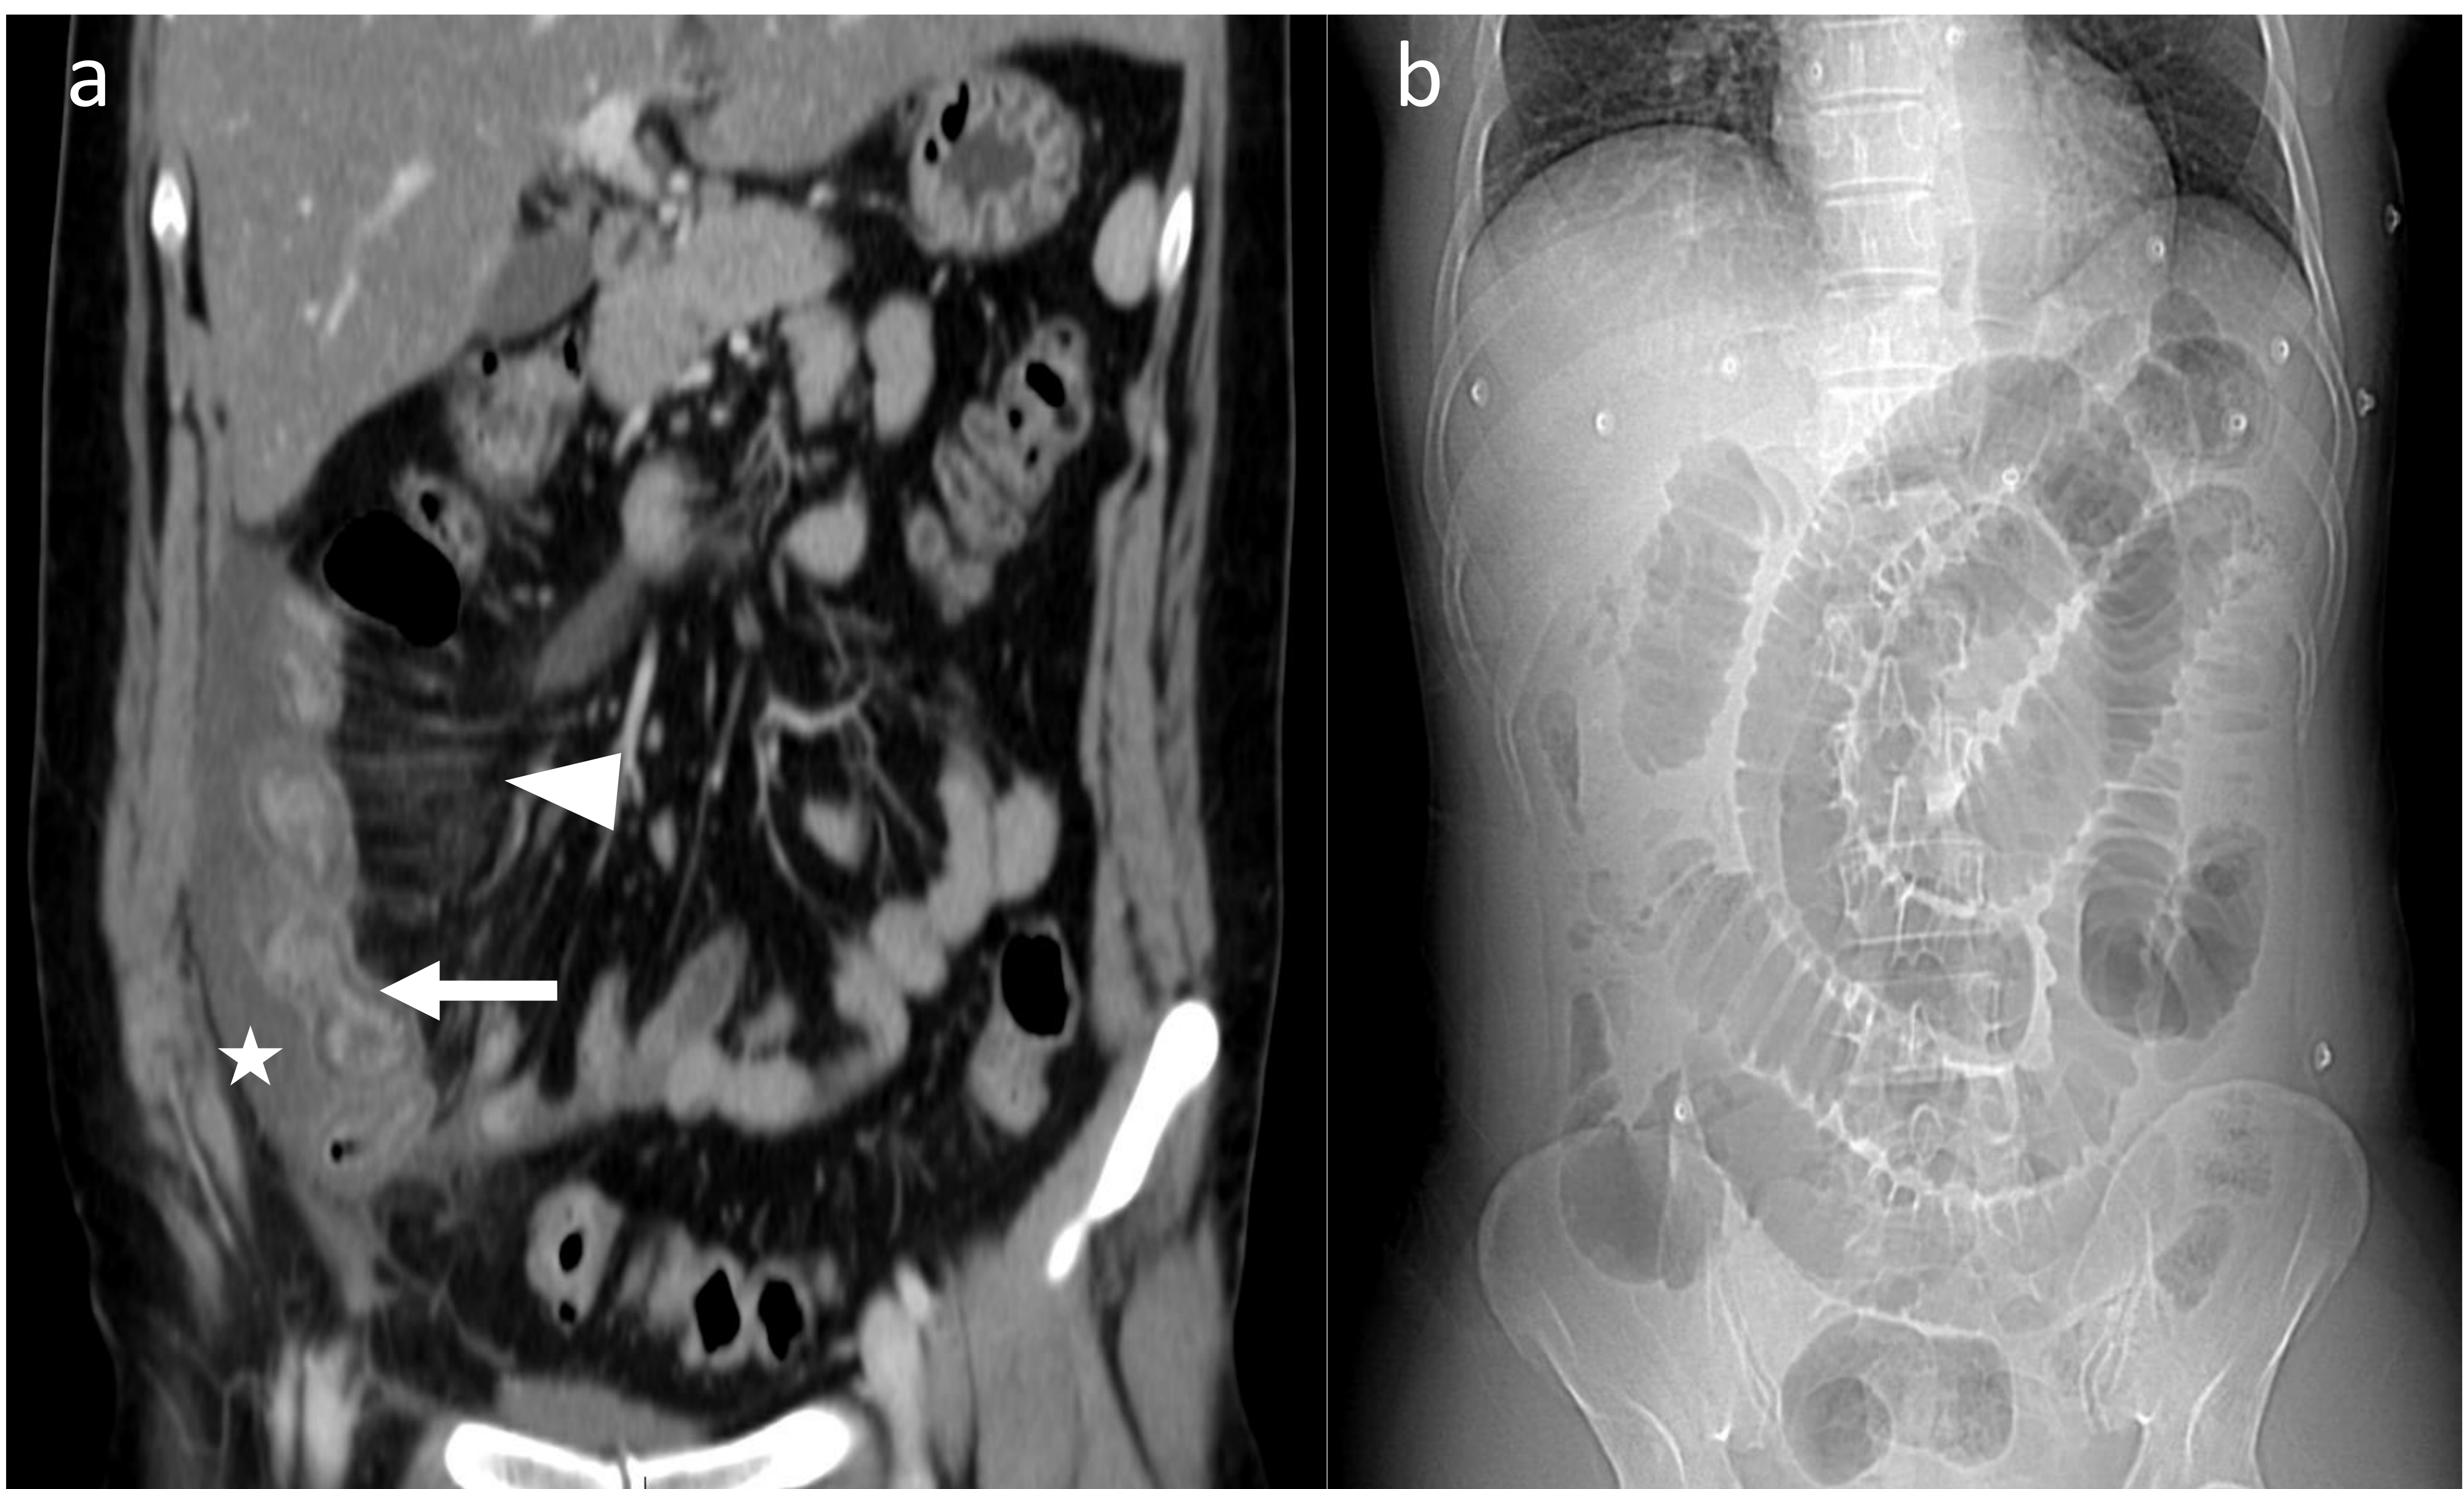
TC abdominopélvica con contraste intravenoso en fase venosa en paciente con anisakiasis intestinal. a) Corte coronal que muestra engrosamiento mural por edema de la submucosa de un segmento largo de íleon distal no terminal (Flecha) con estriación de la grasa mesentérica (triángulo) y líquido libre adyacente (estrella). b) Topograma que muestra dilatación retrógrada (> 3 cm) de las asas intestinales.
